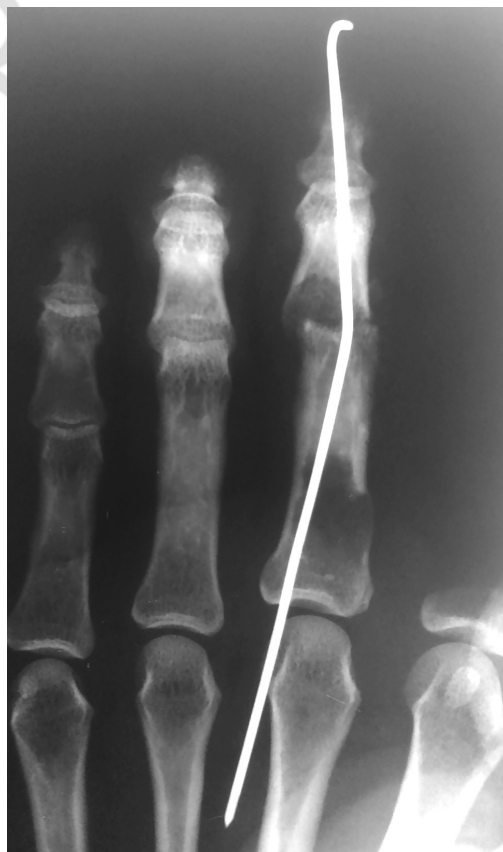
Рентгенограмма левой кисти пациента Д., 37 лет (после осуществления ситуационного остеосинтеза в условиях ЦРБ)
